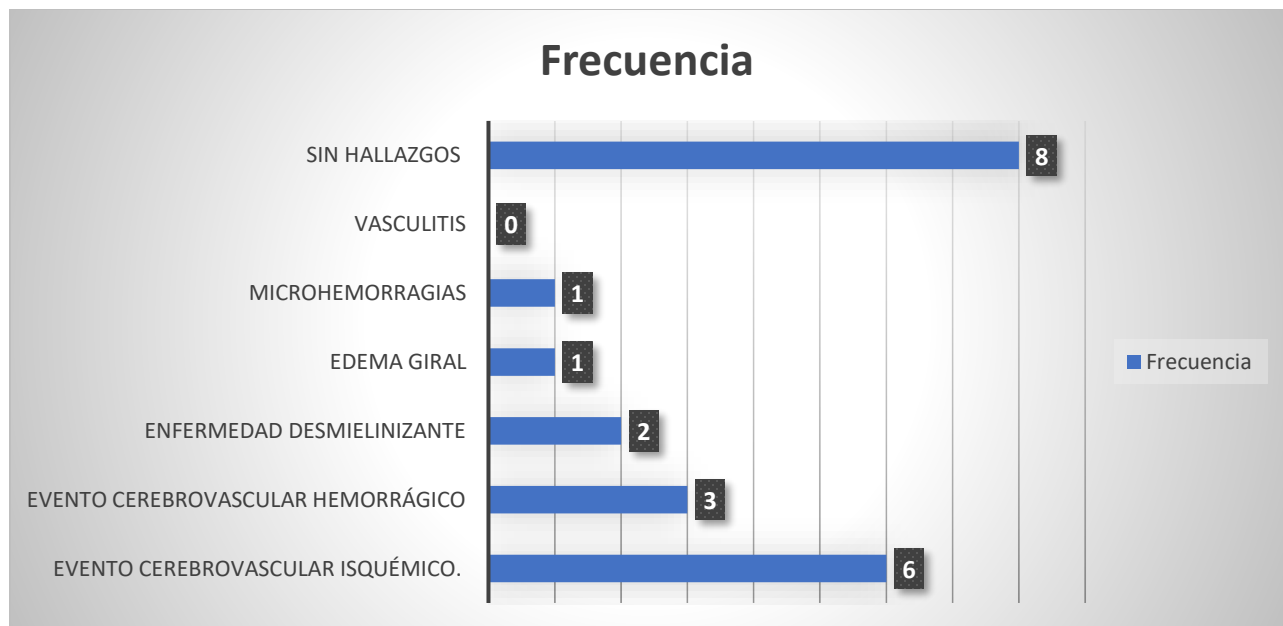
Frecuencia de los hallazgos por RM cerebral del total de pacientes evaluados.
